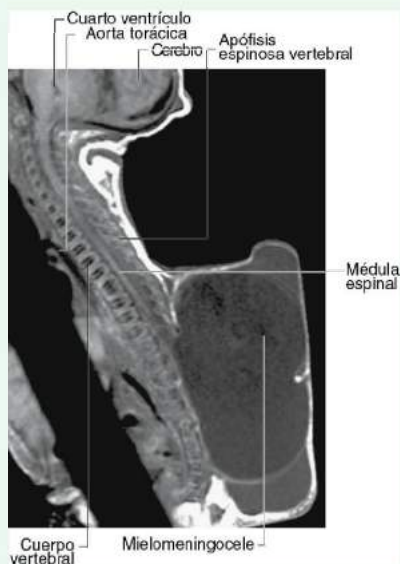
Imagen de RM ponderada en T1 en plano sagital que pone de manifiesto un mielomeningocele lumbosacro. Hay ausencia de láminas y apófisis espinosas en la región lumbosacra.
